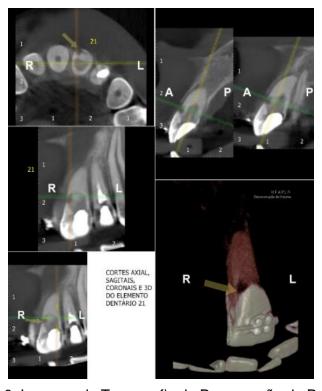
Imagens da Tomografia de Proservação da Paciente
